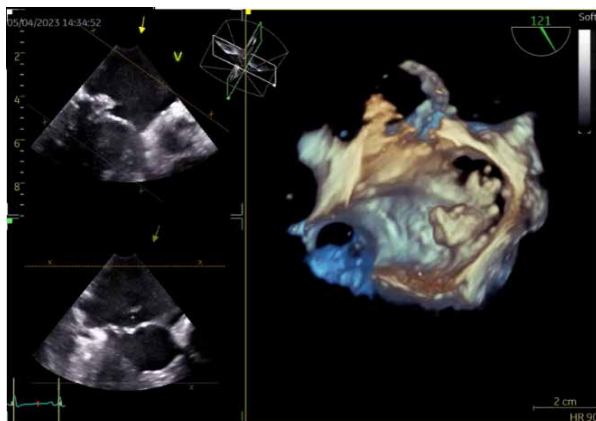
Ecocardiografia transesofagiană – reconstrucție 3D valva mitrală
